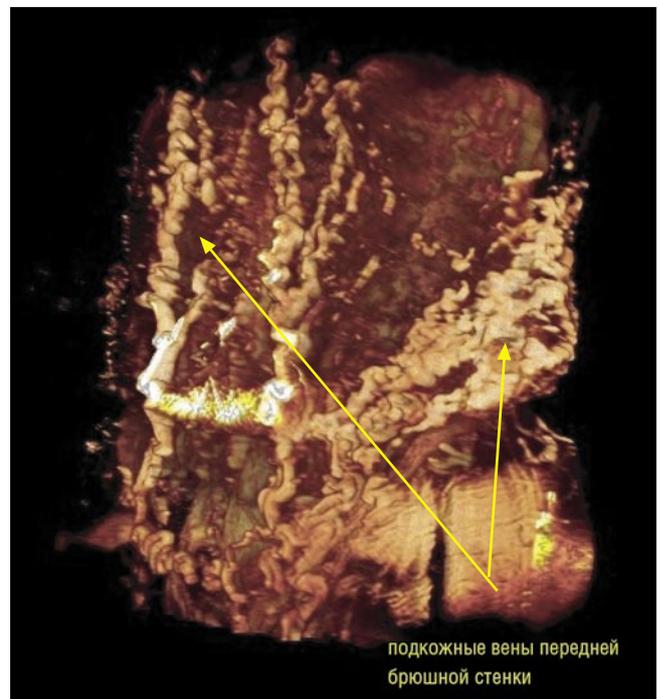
Расширенные подкожные вены передней брюшной стенки. На МР-томограмме (3D-реконструкция) определяется расширение поверхностных вен передней брюшной стенки, являющихся коллатеральными путями венозного оттока от нижних конечностей
